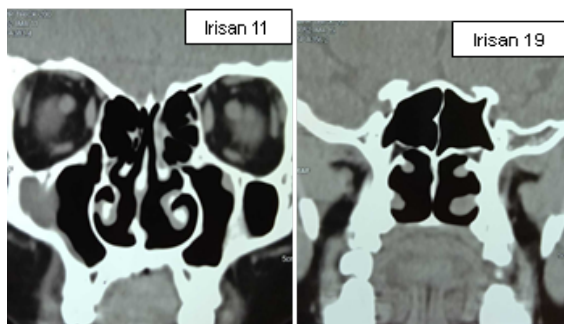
Citra *CT scan* sinus paranasal potongan coronal variasi window width 120 HU.
